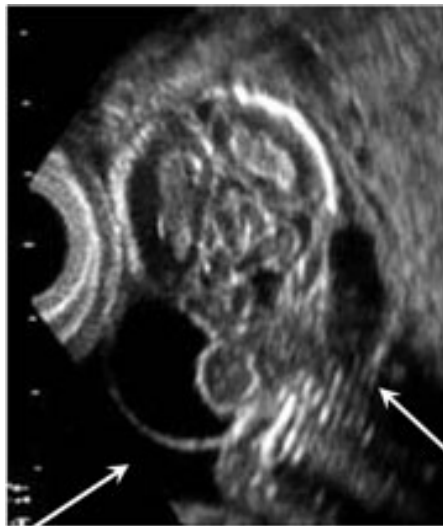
Higroma quístico fetal. El USG obstétrico muestra los higromas en nuca bilateral (flechas) originados por la dilatación extrema de los linfáticos yugulares.
